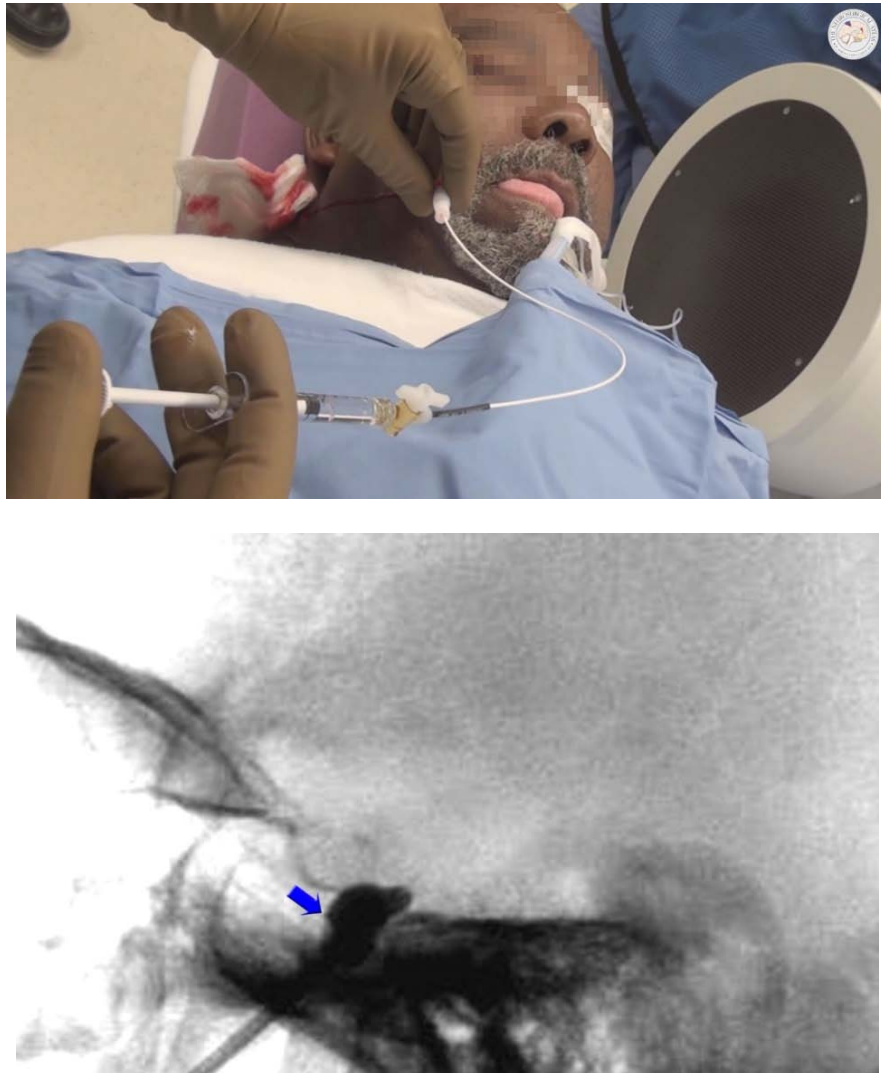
Gonflement progressif du ballon sous contrôle radiographique peropératoire.
